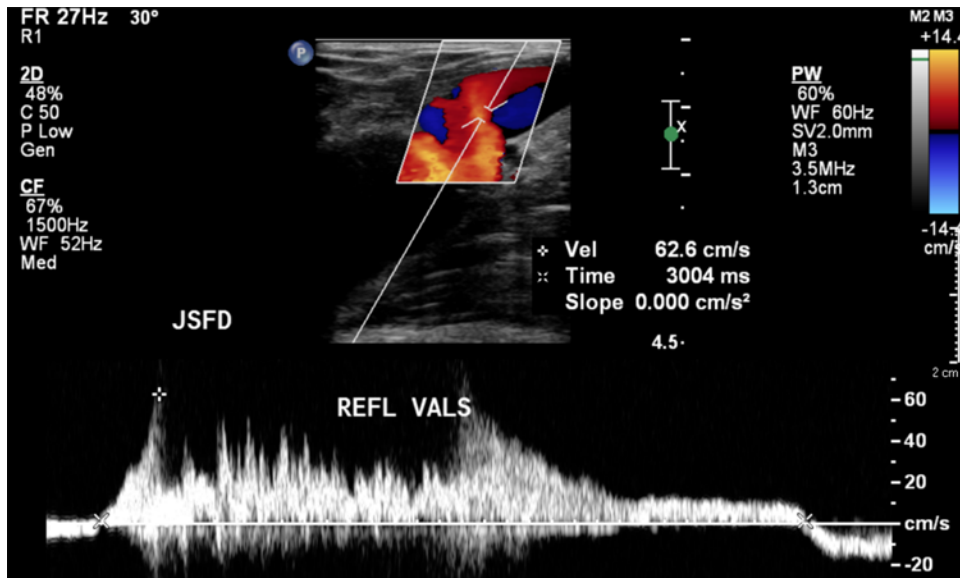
Modo Doppler colorido e pulsado da junção safenofemoral direita (corte longitudinal)
